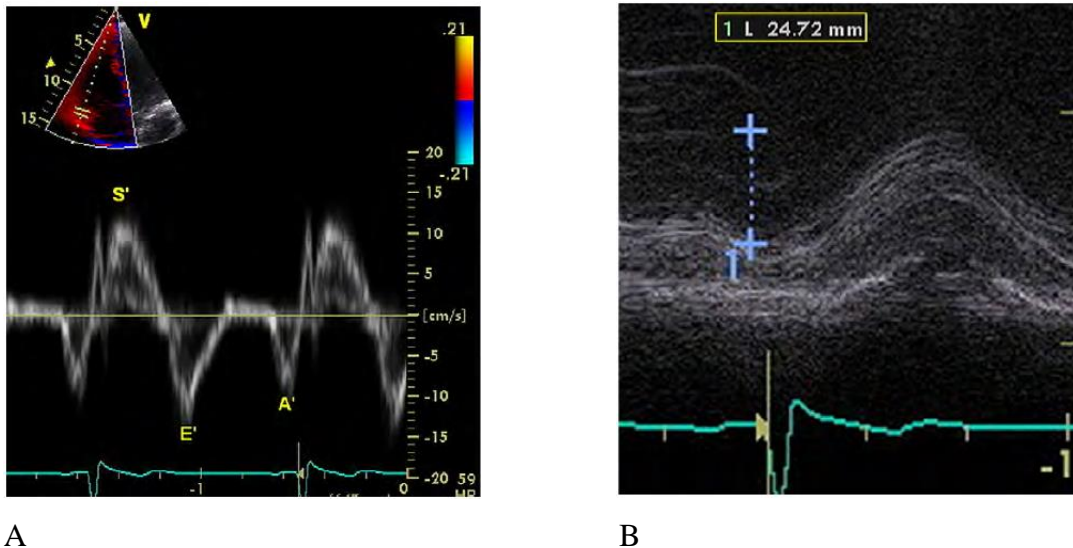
(A) mesure de l'onde S' du ventricule droit en doppler tissulaire (gauche) ; (B) mesure du TAPSE en mode temps-mouvement (droite).
